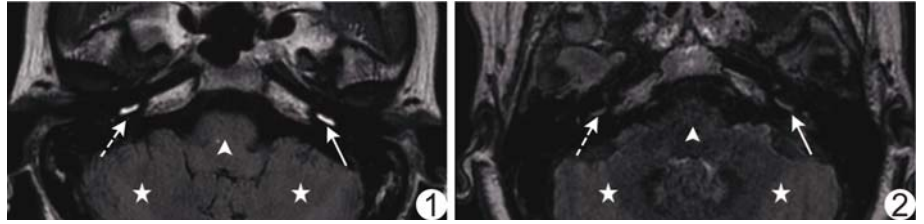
患者女, 47 岁, 经鼓室给药 24 h 后内耳 3D FLAIR MRI 患侧 (实箭)、健侧 (虚箭) 耳蜗底转, 同层脑干中央 (箭头) 和双侧小脑半球白质 (双侧星形), 患侧与健侧 CM 比值分别为 2.58、2.44
